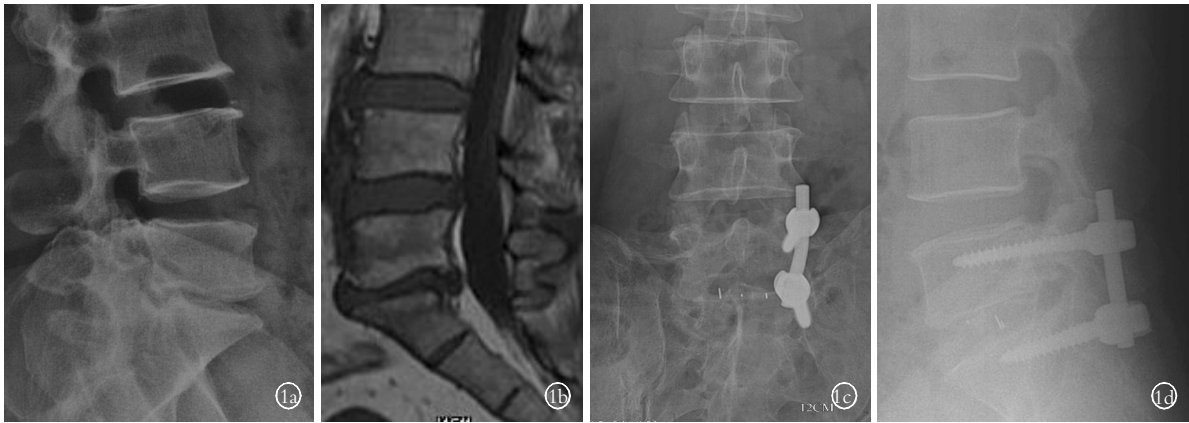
女, 49 岁, L₅/S₁ 椎间盘突出髓核摘除术后 5 年复发 1a. 术前侧位 X 线片示 L₅/S₁ 椎间隙狭窄伴腰椎不稳 1b. 术前 MRI 示 L₅/S₁ 椎间盘突出伴腰椎不稳 1c. 术后 1 周正位 X 线片示 L₅/S₁ 椎间高度恢复, 融合器在位, 螺钉位置良好 1d. 术后 2 年侧位 X 线片示椎间已骨性融合, 融合器位置良好
